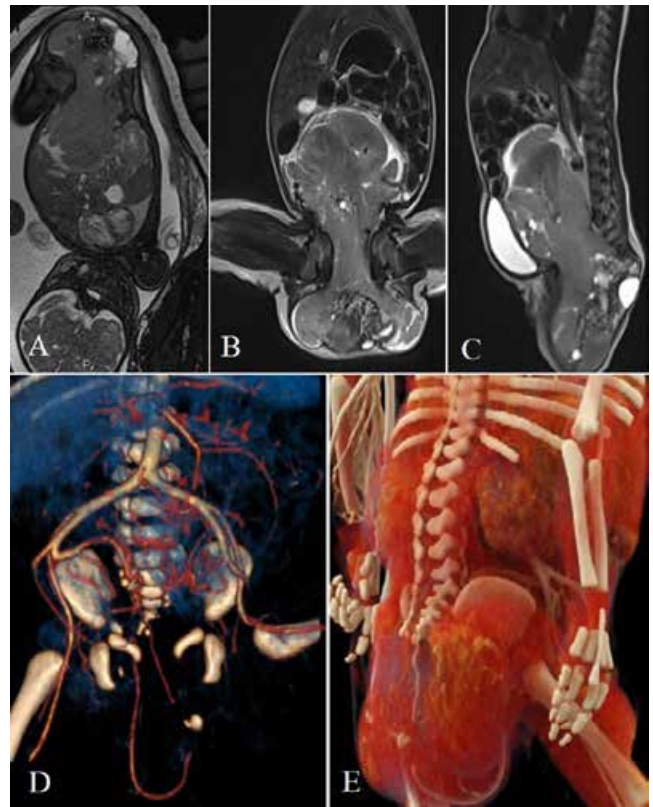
На пренатальній (А) і постнатальній (В, С) магнітно-резонансній томографії в першу добу життя візуалізовано гігантське солідно-кістозне утворення черевної порожнини, малого таза з виходом у міжсідничну ділянку, що відповідає крижово-куприковій тератомі III типу. На 3D КТ-ангіографії (D, E) – кровопостачання тератоми за рахунок артерій від біфуркації аорти та внутрішніх клубових артерій
